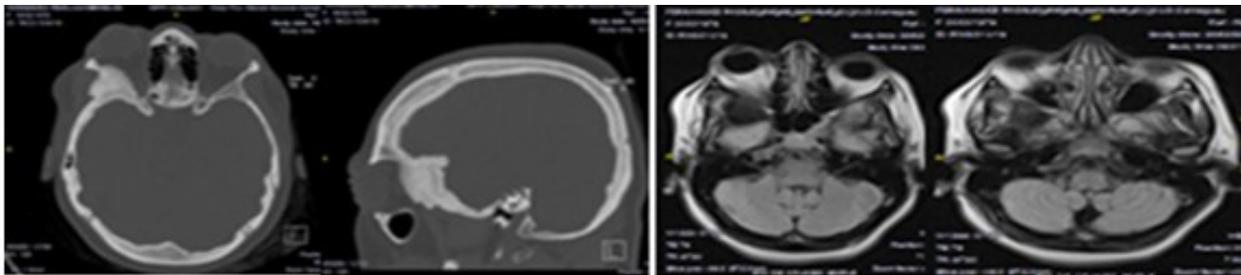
Lesión predominantemente ósea que ocupa la pared lateral de la órbita derecha con crecimiento extra e intraorbitario. A la izquierda una vista sagital en ventana ósea y una vista axial en ventana ósea obtenida por tomografía axial computarizada. A la derecha la resonancia magnética de cráneo evidencia una lesión extra axial hipointensa, a nivel de la pared lateral de la órbita con extensión extra e intraorbitaria con comportamiento similar a la tomografía axial computarizada.
